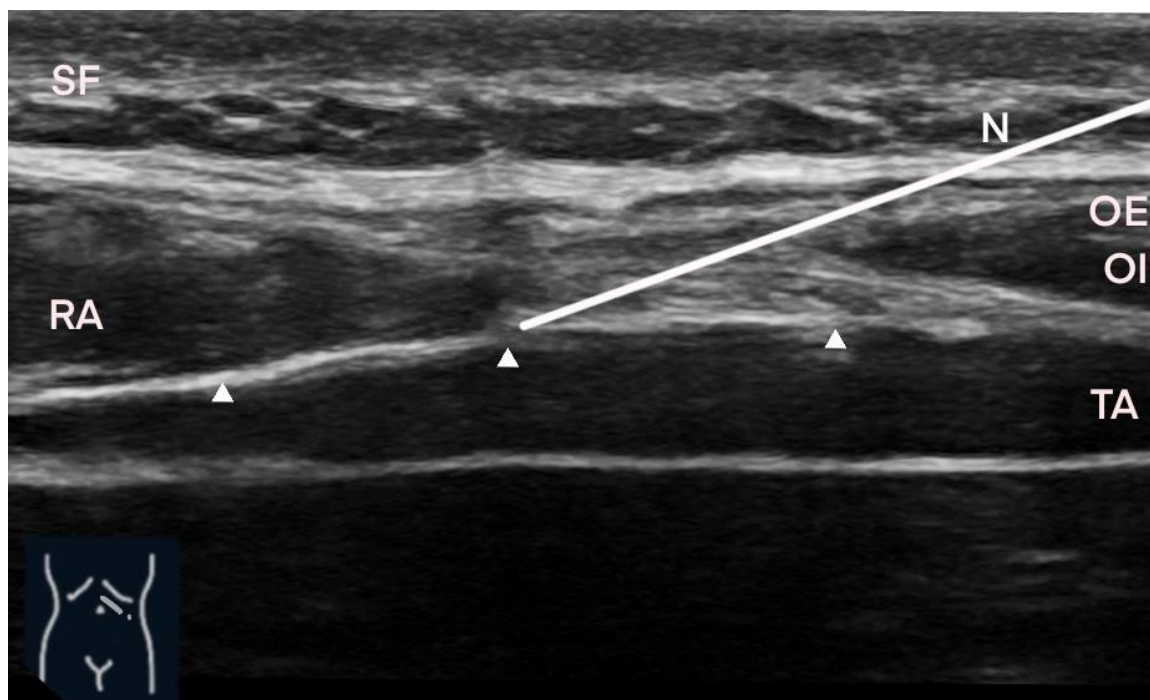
sonographische Darstellung der relevanten anatomischen Strukturen des subkostalen TAP-Blocks mit eingezeichneter Position der Nadel bei Applikation des Lokalanästhetikums. Die Nadel (weiße Linie, N) wird durch subkutanes Fettgewebe (SF) und die Ausläufer des M. obliquus externus (OE) und M. obliquus internus (OI) in die Transversus-Abdominis-Ebene (weiße Pfeile) zwischen den M. rectus abdominis und den M. transversus eingeführt, wo das Lokalanästhetikum appliziert wird.
